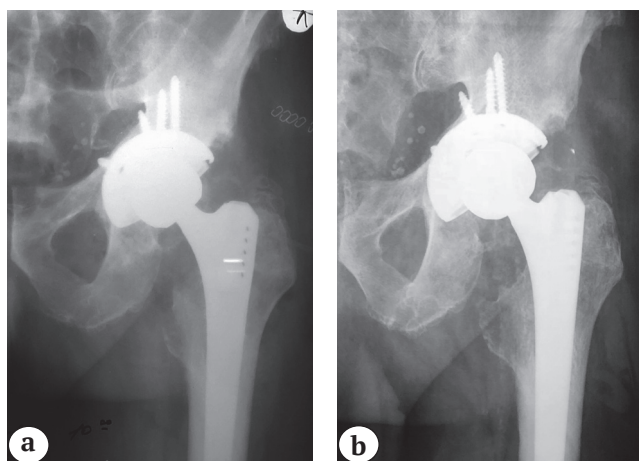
Рентгенограмма пациента 82 лет перед операцией ревизионного эндопротезирования левого тазобедренного сустава. Определяются полный износ полиэтиленового вкладыша, контакт металлических частей эндопротеза, формирование обширной гранулемы, разрушающей периацетабулярную область и проксимальный отдел бедренной кости
